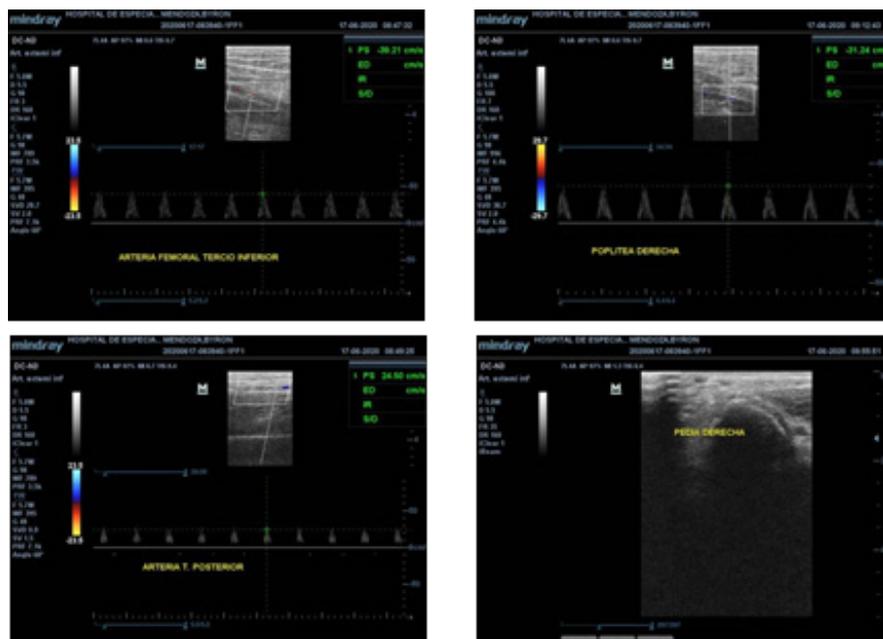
Ecografía vascular.
